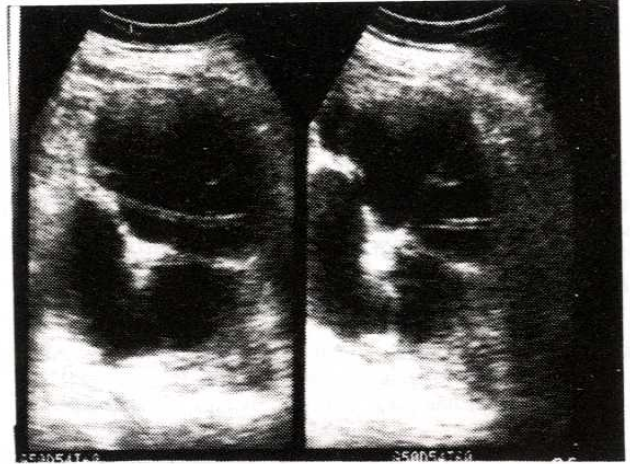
Ultrasonografide kalikslerde ektazi, parankimde incelleme.
